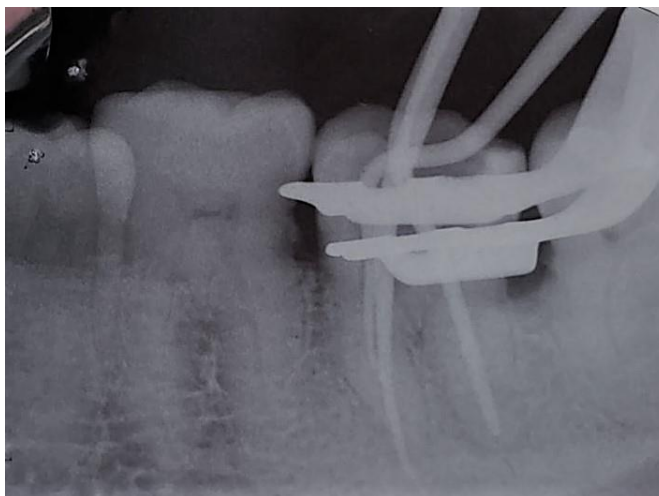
Radiografia de prova dos cones de guta-percha
